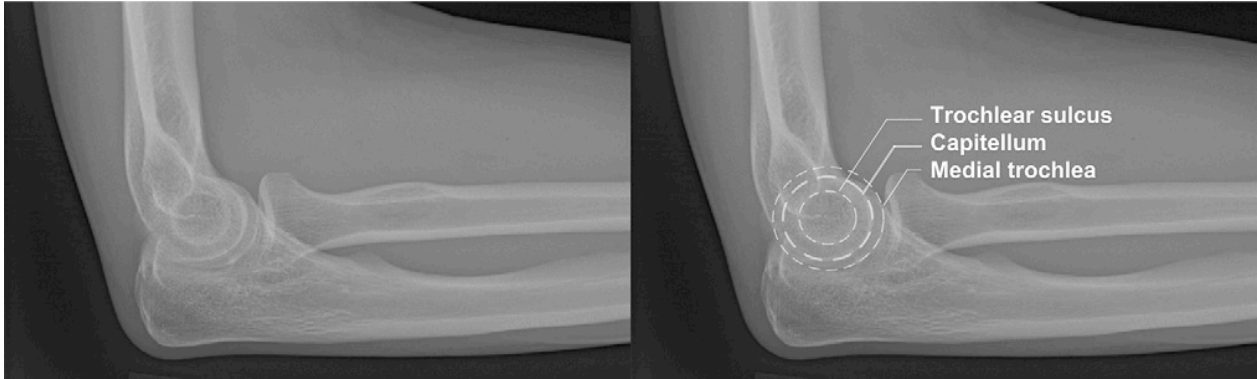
An example of an acceptable lateral radiograph with identification of the 3 concentric arcs: the trochlear sulcus, the capitellum, and the medial trochlea.
